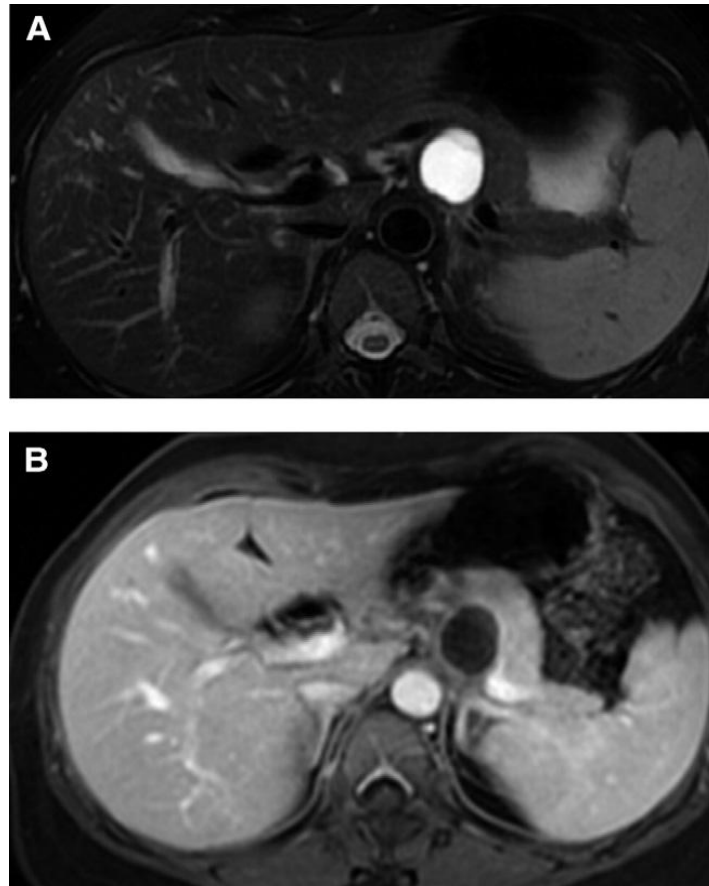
Cistoadenoma mucinoso. A) L'immagine assiale T2-weighted e B) T1-weighted dopo iniezione di m.d.c. mostra una massa cistica uniloculare, con parete relativamente spessa, localizzata nel corpo pancreatico. Il dotto pancreatico principale è di calibro normale lungo tutto il pancreas.
